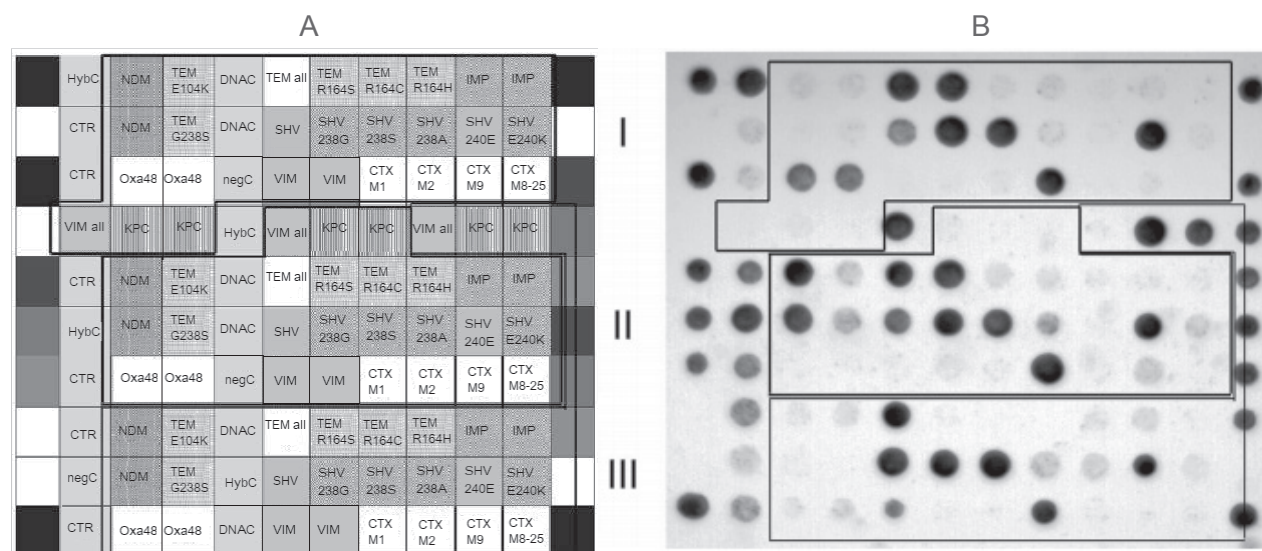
Typical DNA microarray pictures obtained with the Check-MDR CT102 microarray setup. This format uses a DNA microarray fixed at the bottom of a micro-reaction vial. The microarray consists of unique complementary (cZIP) oligonucleotides targeting individual probes. When hybridization of the PCR-amplified ligation products to the microarray is complete, colorimetric detection of the positive reactions is initiated. Panels in the array are outlined. Each panel defines the typing results of one strain and consists of control spots and specific marker spots, which are numbered from 1 to 96. (A) Theoretical display of the array probes for strain 1 (panel I), strain 2 (panel II), and strain 3 (panel III). (B) Array results for *K. pneumoniae* HPA-1 ([9]; (OXA-48, SHV-1, TEM-1, CTX-M-15; panel I), *K. pneumoniae* Afr 2 ([22]; NDM-1, SHV-1, TEM-1, CTX-M-15, CMY-2; panel II), and *K. pneumoniae* 16 ([10]; KPC-2, SHV-1 CTX-M-15; panel III). HybC, hybridization control; CTR, control; negC, negative control; DNAC, DNA control.
